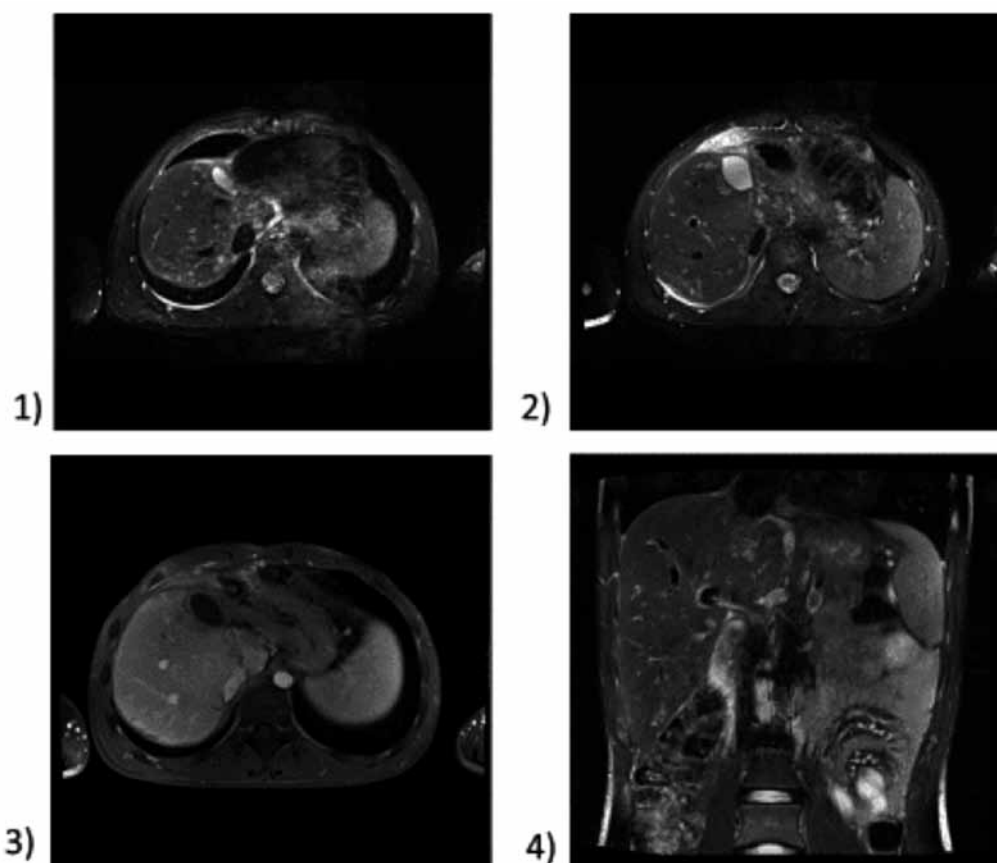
МРТ пациента М. от 09.04.15. Положительный эффект от лечения кризотинибом
